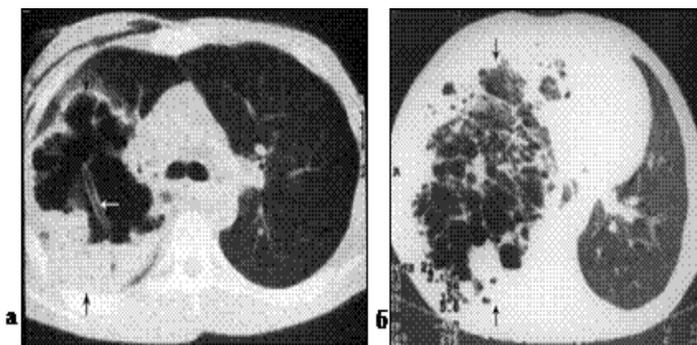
Компьютерные томограммы грудной клетки. а - гангренозный абсцесс верхней доли правого легкого (отмечен черными стрелками), в полости гнойника дренажная трубка (белая стрелка), б - распространенная гангрена правого легкого (отмечена черными стрелками).
